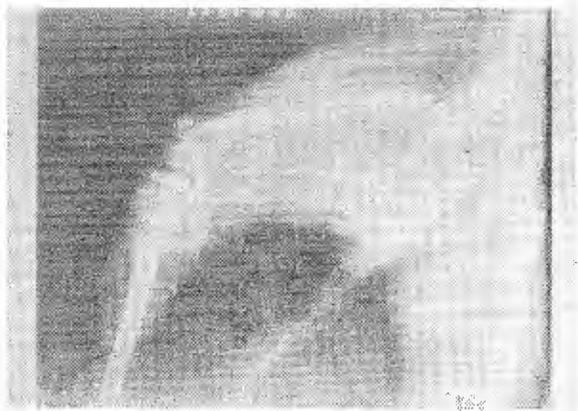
Radiografía de control tomada en el postoperatorio inmediato.
